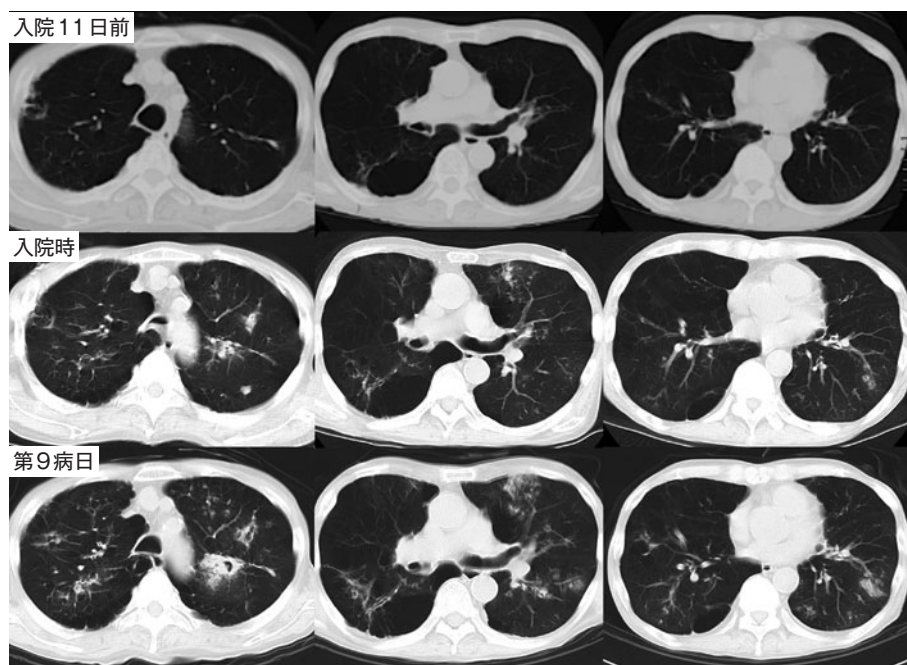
入院後のCT所見の変化。上段：前医入院時（入院11日前），中段：当院入院時，下段：第9病日。前医入院時には浸潤影は認めなかったが，その後の経過で両側の気管支に沿った結節状の浸潤影が増悪した。
